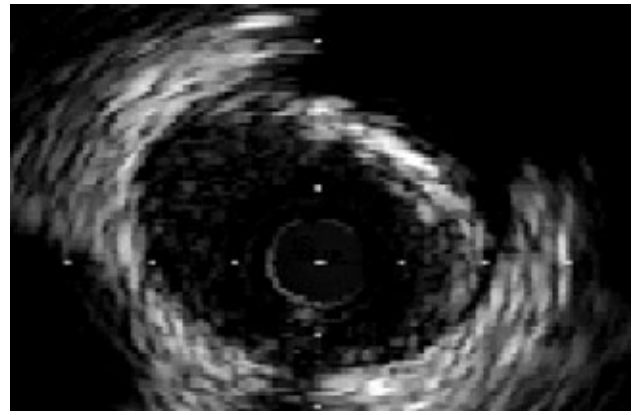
Imagen de Ecografía intravascular (IVUS) mostrando una placa de arteriosclerosis calcificada que reduce parcialmente la luz del vaso
